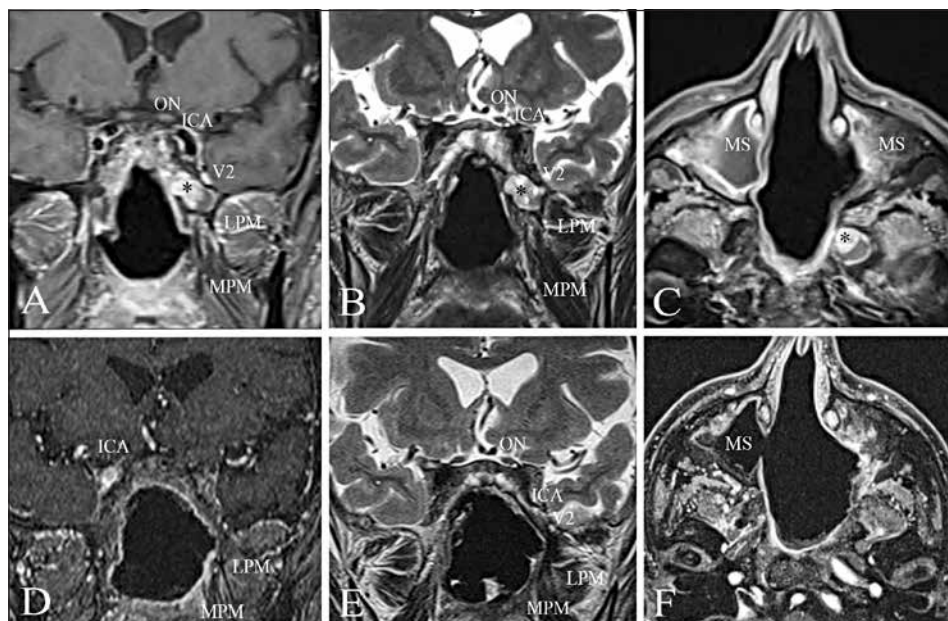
Recidiva di Carcinoma Adenoide Cistico a livello della fossa pterigopalatina sinistra. Le immagini RMN evidenziano una lesione dotata di impregnazione contrastografica nelle sequenze T1 con gadolinio e disomogeneità nelle sequenze T2. Il seno mascellare di destra appare occupato da una raccolta flogistica con iperintensità in T2 ed enhancement a cornice nelle sequenze T1 con contrasto. Il controllo postoperatorio evidenzia la radicalità della resezione chirurgica e la risoluzione dell'empiema mascellare destro.
